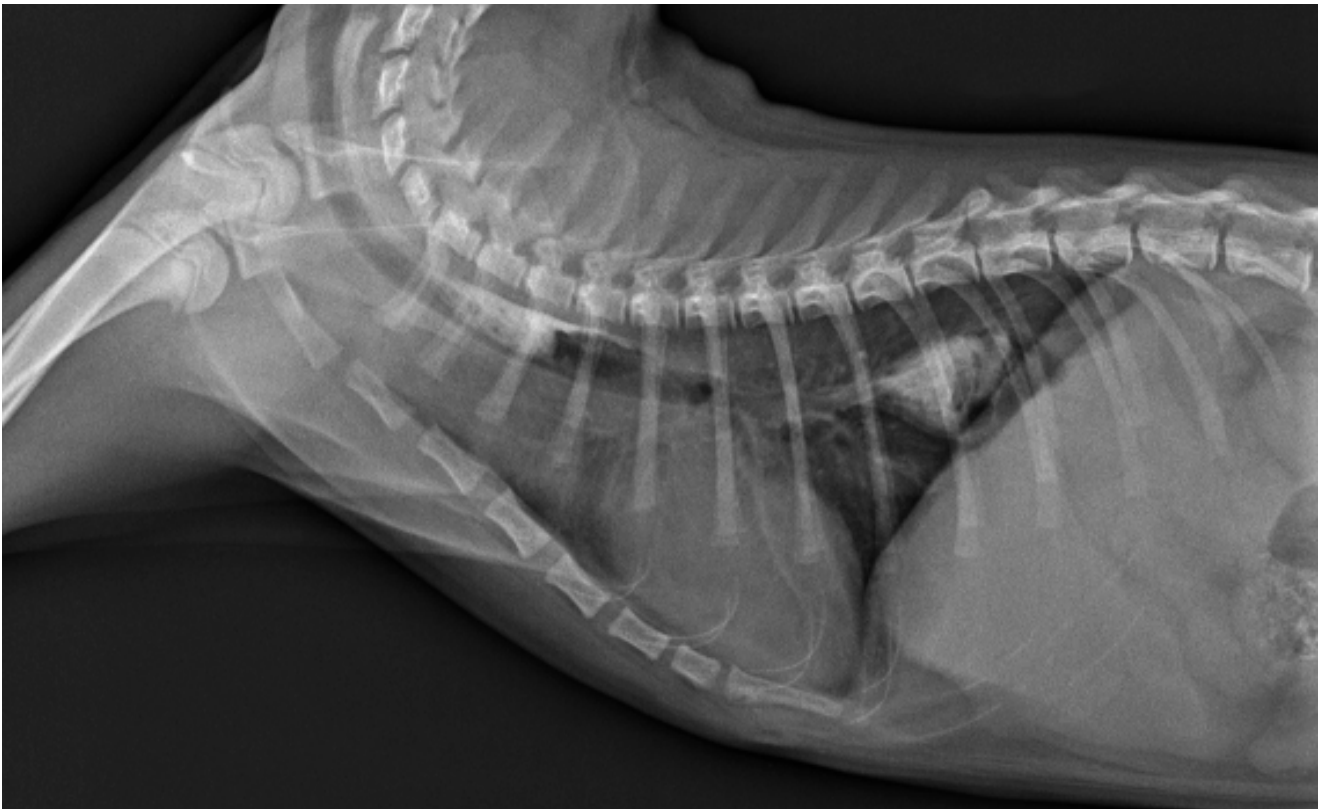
radiografía de tórax donde se evidenció la resolución del megaesófago
